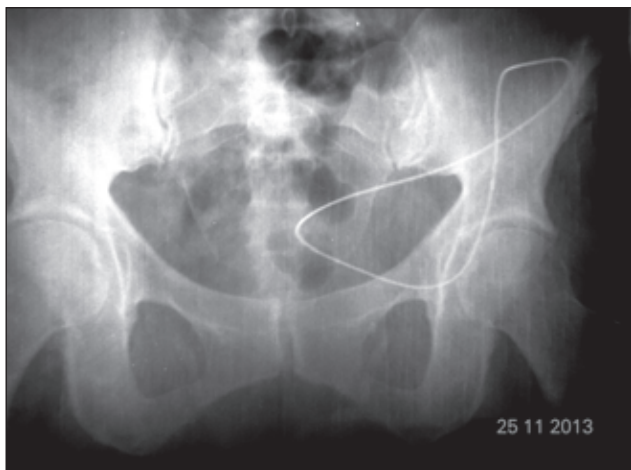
Рентгенограма кісток таза з візуалізацією каркаса сітчастого протеза
